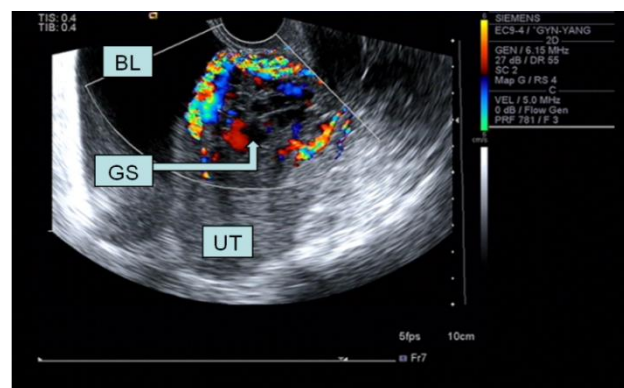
患者41岁,孕2产1,外院清宫术后3个月因腹痛来我院就诊。经阴道超声,正中矢状切面显示子宫下段明显膨大,内部可见囊实性混合回声包块,约4.3 cm×3.1 cm,子宫下段瘢痕处肌层外突、菲薄,彩色多普勒显示周边可见较丰富血流信号,即包块型瘢痕妊娠(BL:膀胱,UT:子宫,GS:孕囊)
